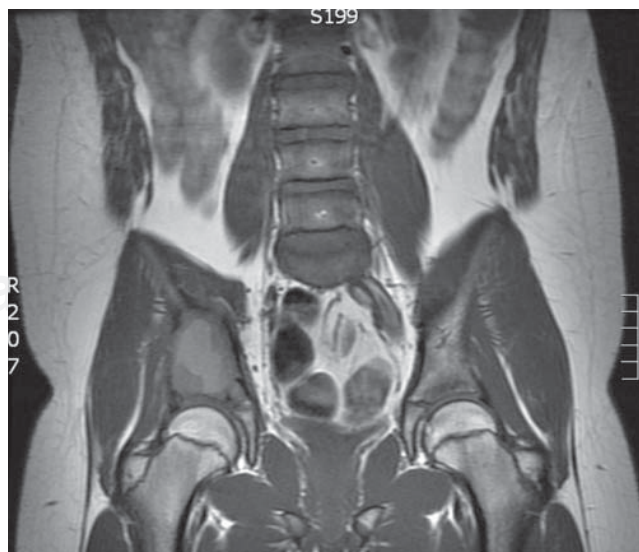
RM cortes coronales.
